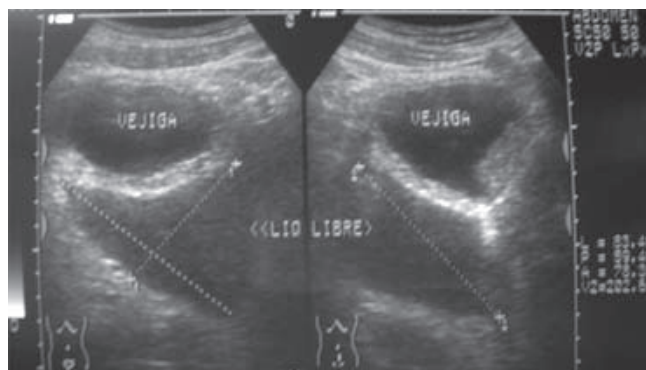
Ultrasonido de abdomen en el que se aprecia líquido libre en hueco pélvico.
